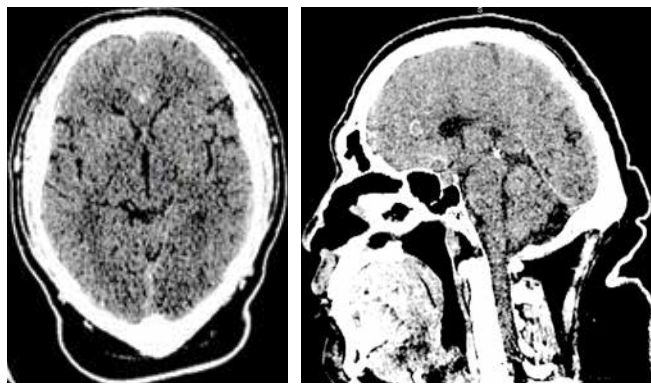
Компьютерная томография головного мозга (08.09.2021)
